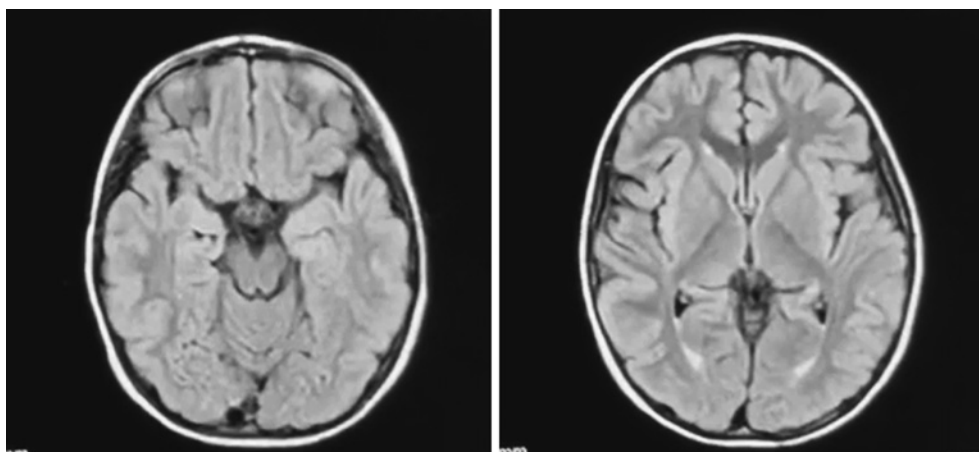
MRI FLAIR images show no abnormal findings.
